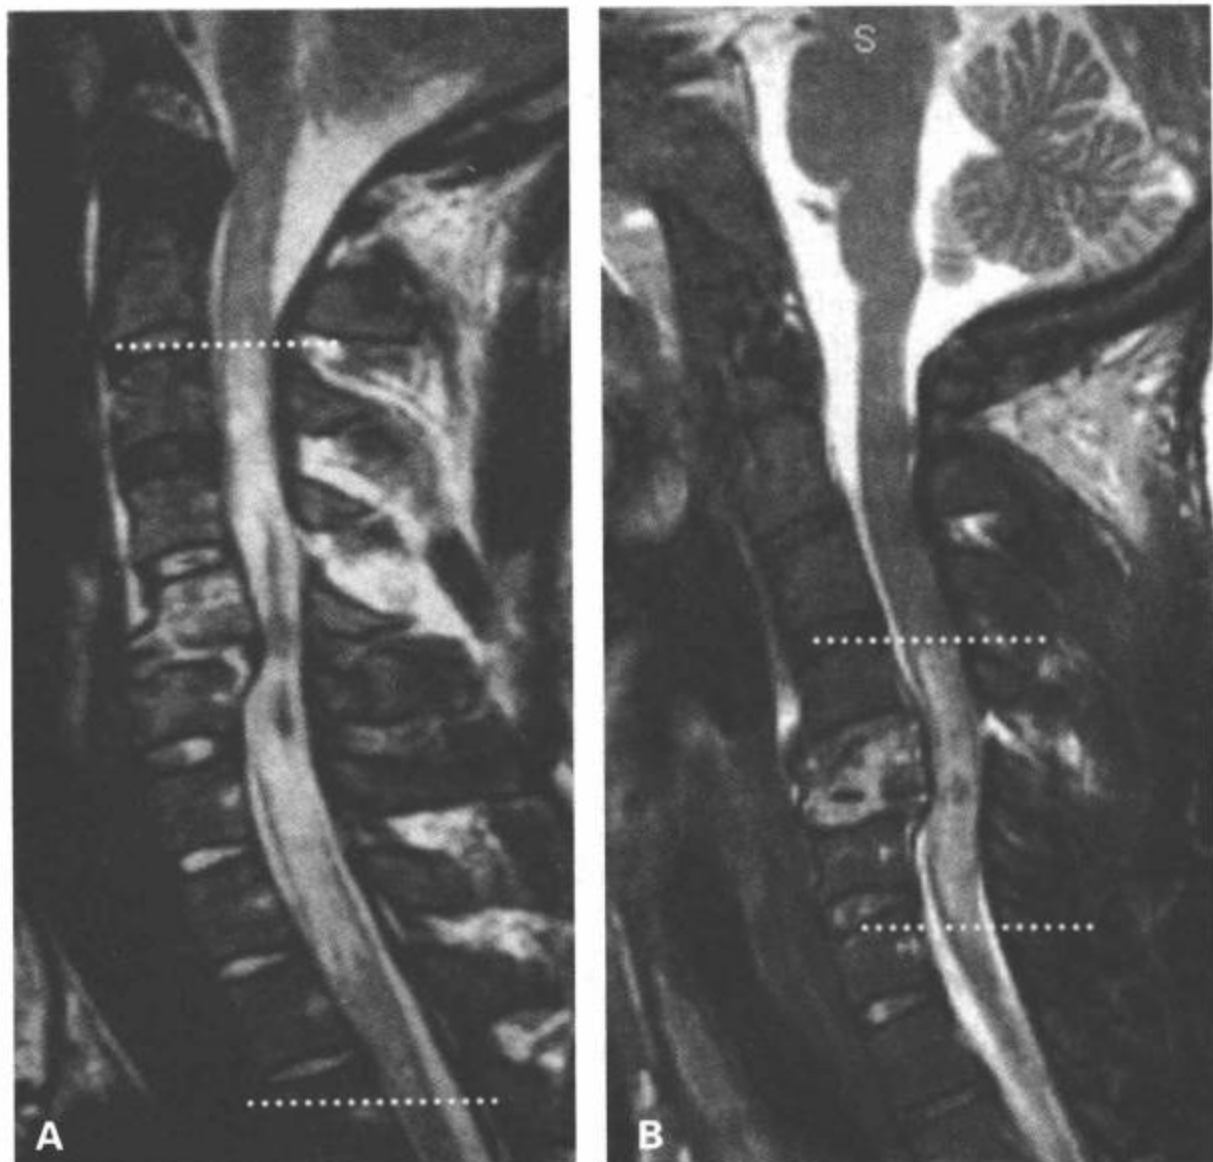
两例神经功能缺失(C5 ASIA A)相似的脊髓损伤病人的病灶形态学差别。A: 20岁男性未予甲泼尼龙治疗的T2加权矢状面MRI。B: 29岁, 甲泼尼龙治疗的脊髓损伤病人的T2加权矢状面图像。显示甲泼尼龙治疗病人的总病灶长度和出血长度较小(点箭)。
